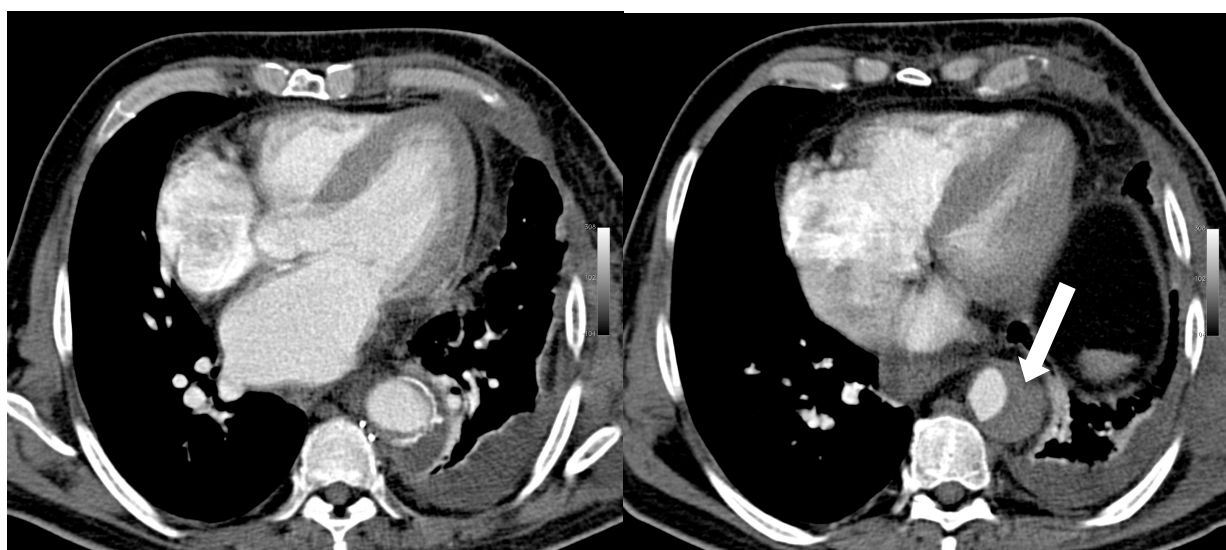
Аксиальные срезы МСКТ изображений аорты после протезирования грудной аорты. Стрелкой обозначен тромбоз просвета ложного канала в нисходящей аорте.
